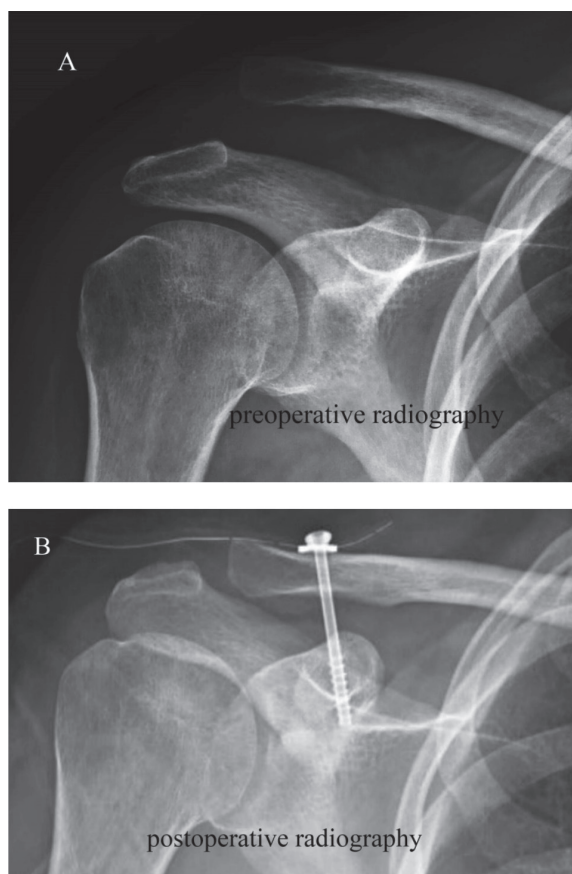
Modified Bosworth technique (A) preoperative and (B) postoperative X-ray.
